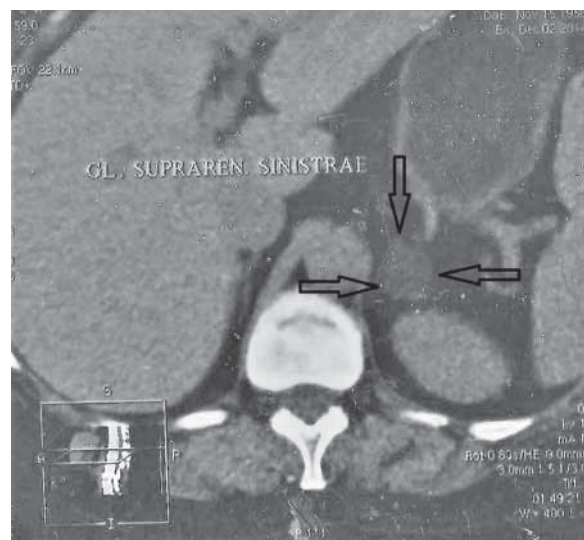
Данные компьютерной томограммы органов брюшной полости. Стрелками обозначено объемное образование левого надпочечника
